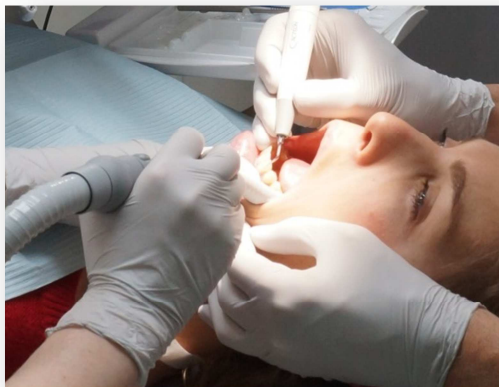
Ultrasoon altijd in combinatie met nevelafzuiging
